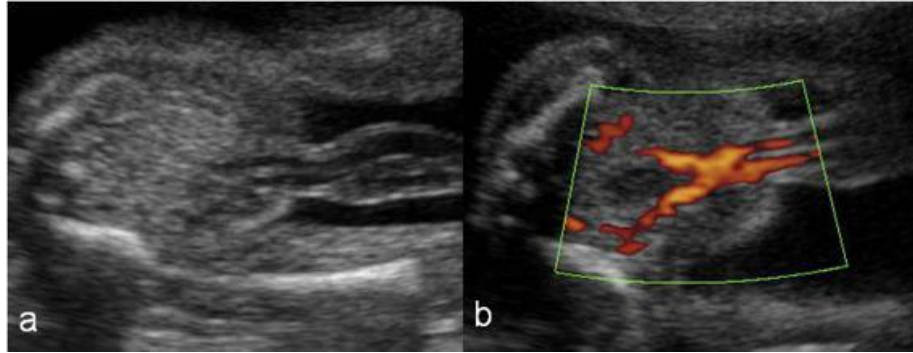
Exploración normal de la pared abdominal. Se identifica el cordón central sin soluciones de continuidad en la pared mediante escala de grises (a) y Power Doppler (b).
